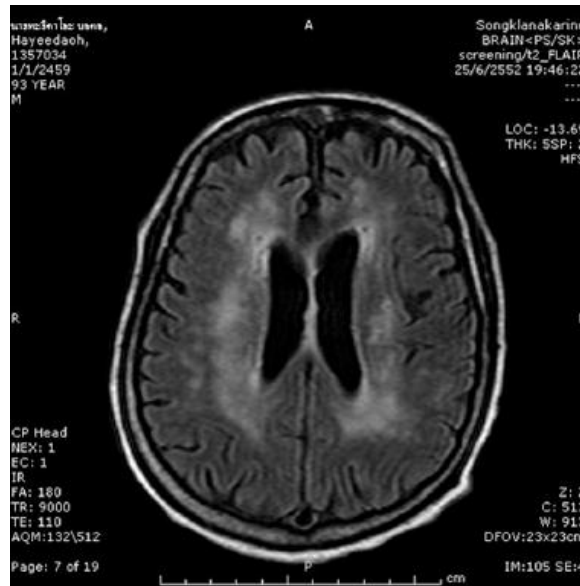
IRM craneal axial de paciente masculino de 85 años con encefalitis por ChV. Se observa señal hiperintensa en materia blanca periventricular. (Chusri, et al, 2011)
